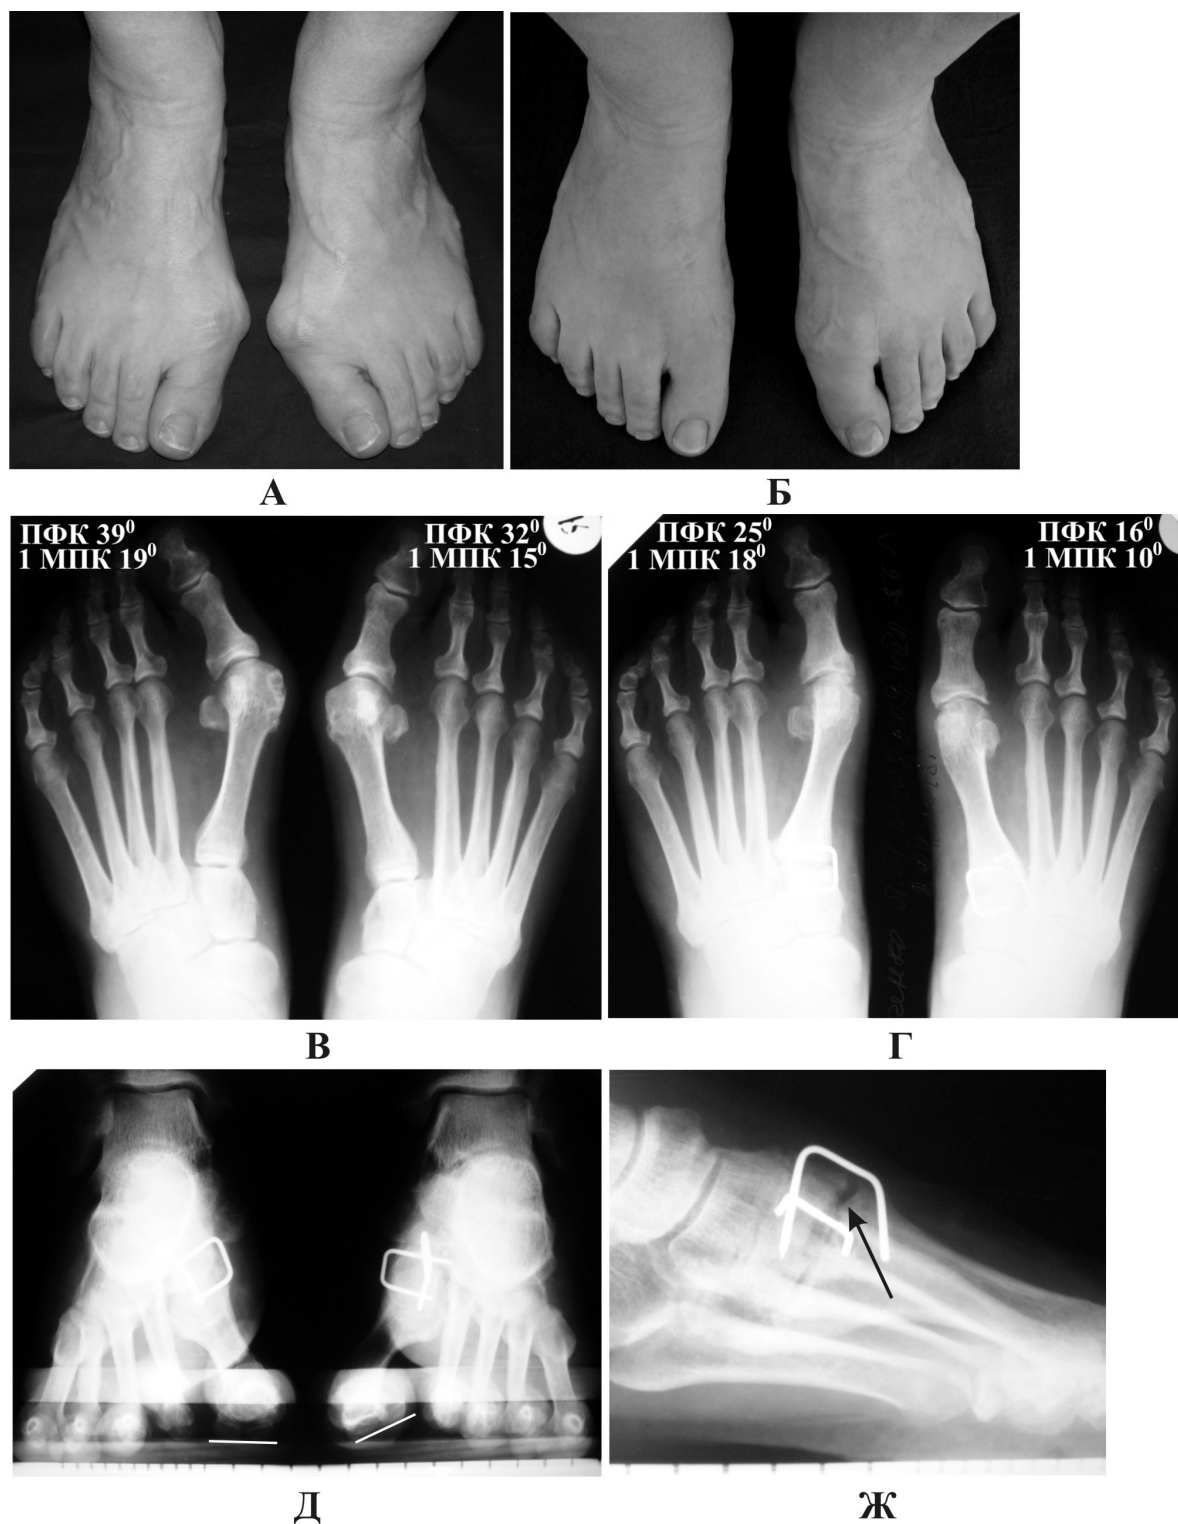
Пацієнтка Ш-о, 65 р., і.хв. 508209. Лівобічний hallux valgus тяжкого ступеня. А та В – до операції; Б, Г, Д, Ж – через 2 роки після операції, зліва – гіпокорекція. Д – аксильні рентгенограми головок плеснових кісток після операції, внутрішня ротація 1 ПК. Ж – бокова рентгенограма стопи, стрілкою вказано незрощення.
